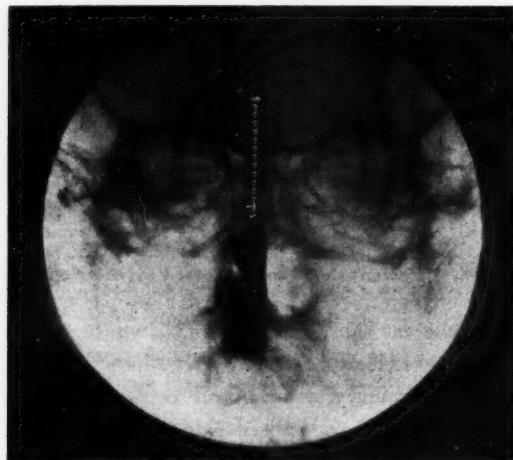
Radiographie de face, après lipiodol.
